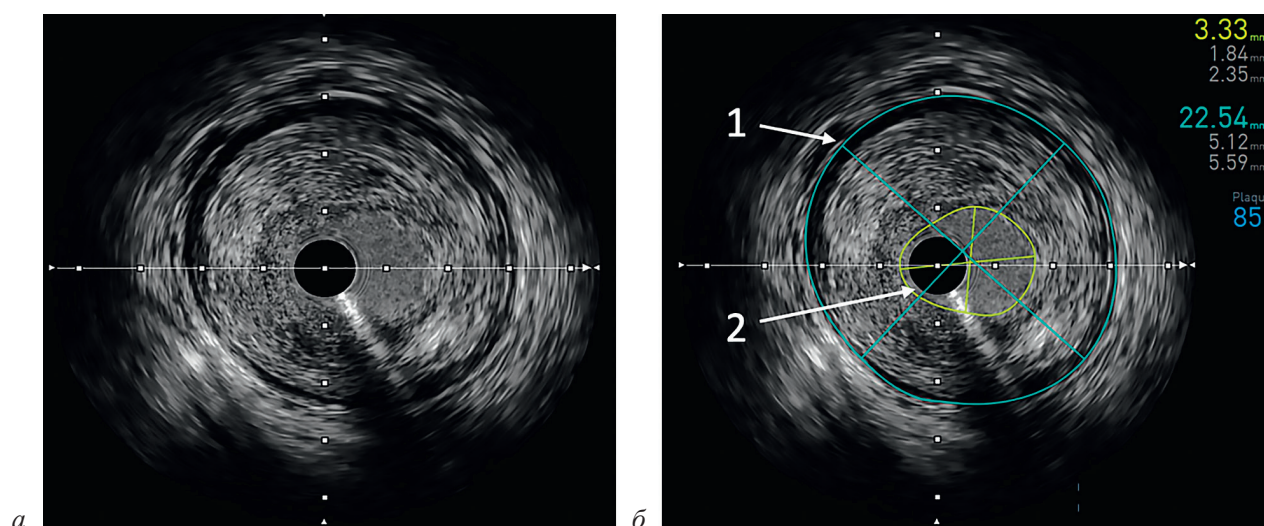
Расчет показателя площади атеромы в срезе с максимальным plaque burden, ВСУЗИ артерии:
